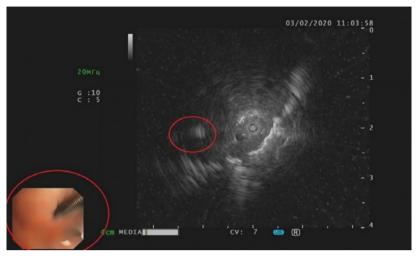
Эндосонографическая картина — биопсийные щипцы находятся в опухоли Figure 3. Endosonography — biopsy forceps inside tumour
